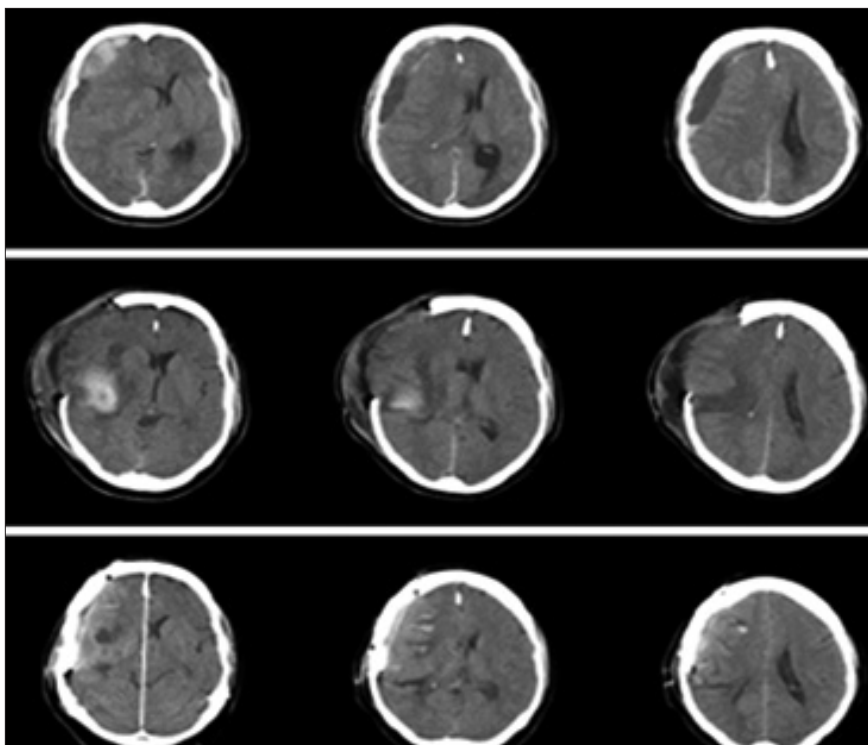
Secuencias de tomografías computadas pre craneotomía, post craneotomía y después de la craneoplastia en paciente con abombamiento del área de la CD que desarrolló edema cerebral y luxación de línea media al introducir el tejido cerebral a la cavidad craneal y realizar la craneoplastia.
